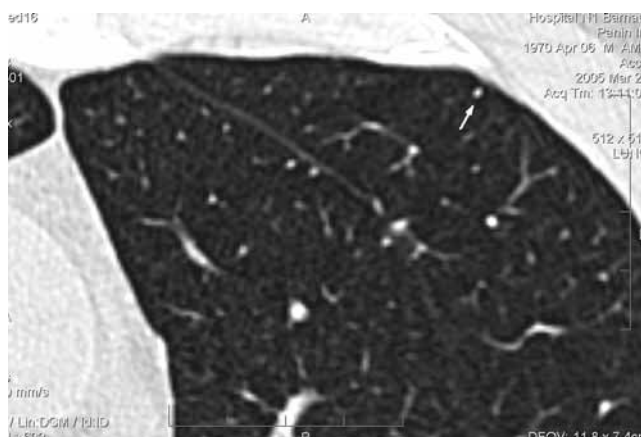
МСКТ легких высокого разрешения больного А. 34 лет (увеличение в 2 раза) с диагнозом СД I типа, тяжелой степени; длительность заболевания — 19 лет. Стрелкой указана очаговоподобная тень, которая находится на расстоянии 2 мм от парietальной плевры
